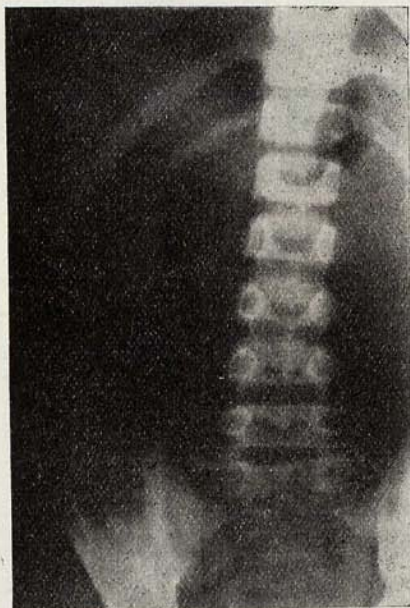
Radiografía con contraste de las vías biliares. Imagen calcuosa vesical.
